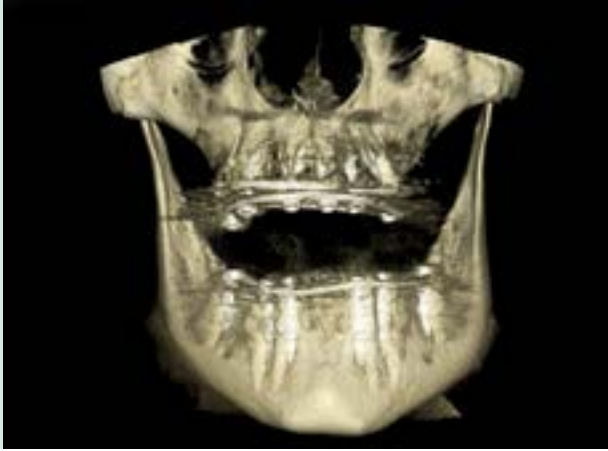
Vista CBCT posterior a la intervención.
